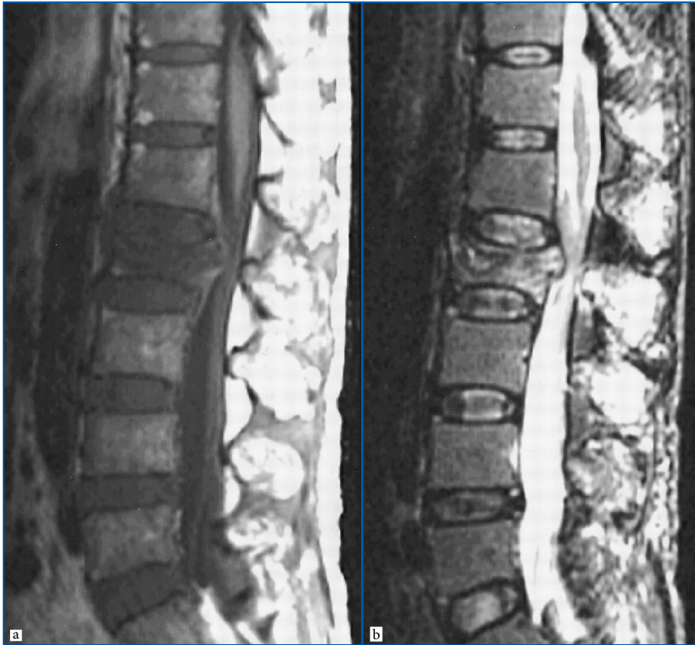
IRM du rachis lombaire montrant une fracture vertébrale de L2 métastatique d'un cancer pulmonaire. Aspect en hyposignal en T1 (a) et en hyper signal en T2 avec STIR (b) avec un recul du mur postérieur.
